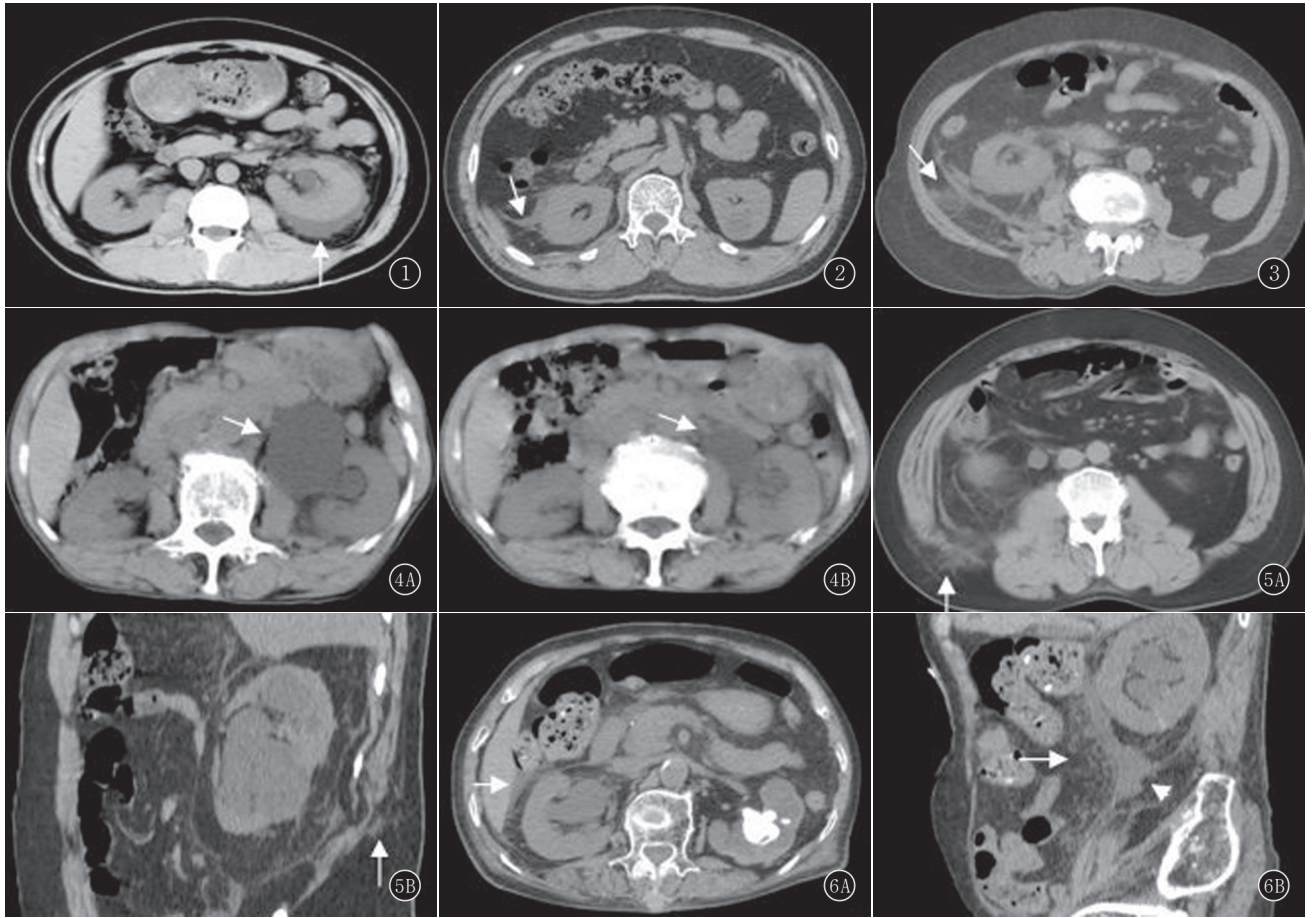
男,38 岁,左输尿管下段结石。CT 显示左肾被膜下积液(箭),肾筋膜略增厚 图 2 男,55 岁,右输尿管下段结石。CT 显示右肾周间隙桥隔间积液(箭) 图 3 女,75 岁,右输尿管末段结石。CT 显示右肾周间隙桥隔增厚、肾周筋膜增厚,肾旁后间隙积液,腹膜外脂肪层内斑片状影(箭) 图 4A,B 男,75 岁,左输尿管下段结石。A.CT 显示左肾内侧囊性肿块,边缘光滑(箭);B.14 d 后复查囊性肿块明显缩小(箭) 图 5A,B 男,60 岁,右输尿管下段结石。A.CT 显示右侧肾周间隙桥隔及肾周筋膜增厚,腹膜外及后腹壁脂肪层内斑片状影(箭);B.MPR 显示右肾积水,肾周间隙桥隔及肾周筋膜增厚,后腹壁脂肪层内斑片状影(箭) 图 6A,B 女,74 岁,双肾及输尿管下段管结石。A.CT 显示肝肾隐窝少量积液(箭),右肾周间隙桥隔及肾周筋膜增厚,左肾结石及双肾积水;B.MPR 显示右肾旁间隙积液(箭头)及腹腔脂肪内斑片状影(箭)
